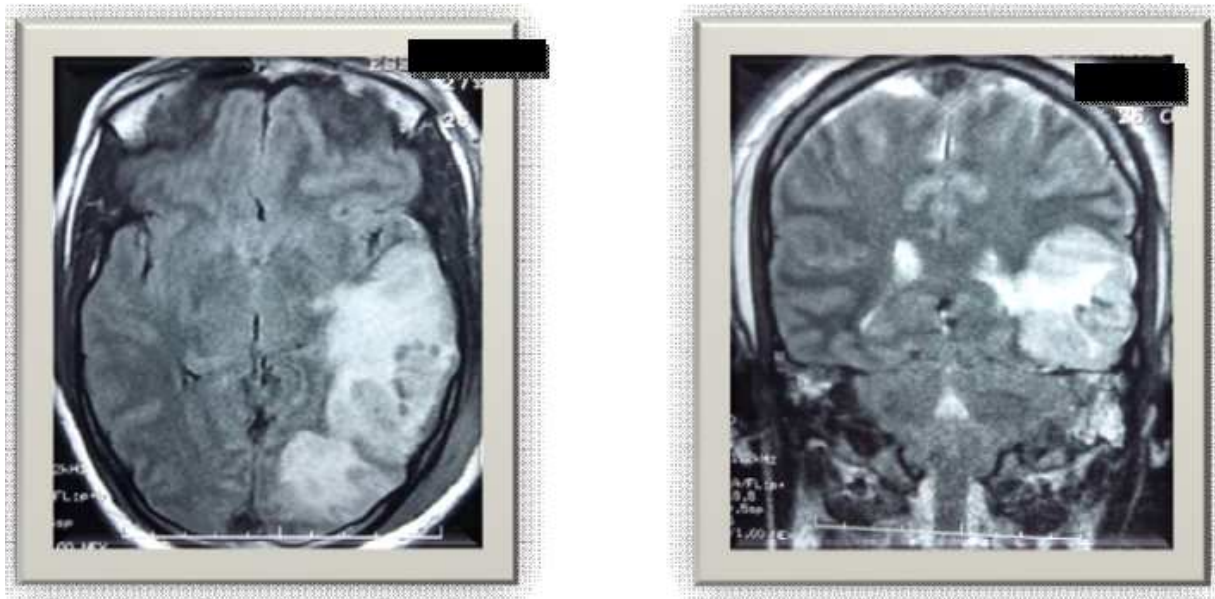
IRM cérébrale. A gauche coupe axiale FLAIR, A droite coupe coronale T2 montrant une plage d'ischémie temporo-pariétale gauche avec un aspect de thrombose du sinus transverse gauche et début d'engagement temporal gauche.
